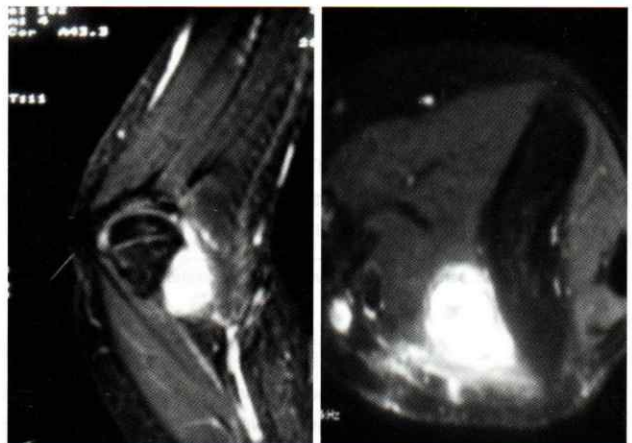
IRM (T1 Gado) montrant un rehaussement intense après injection de produit de contraste
